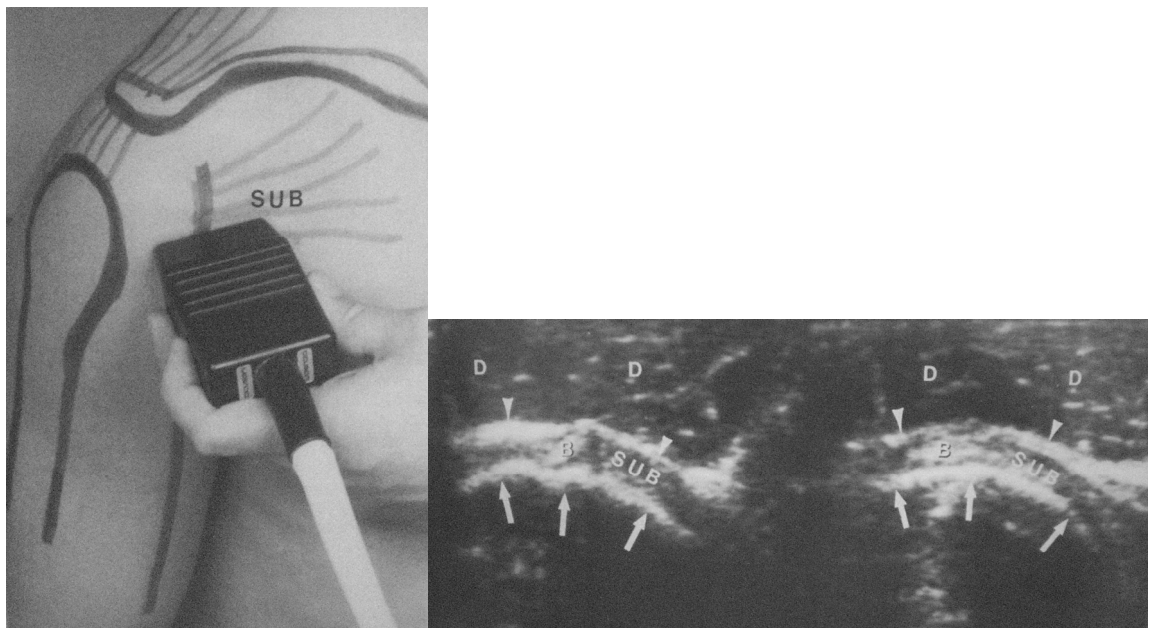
Tendón subescapular en corte longitudinal, técnica e imagen ultrasonográfica.
